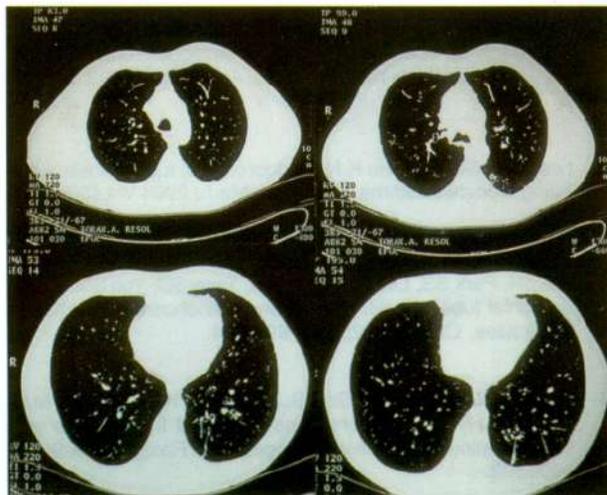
TAC de tórax: normal.
